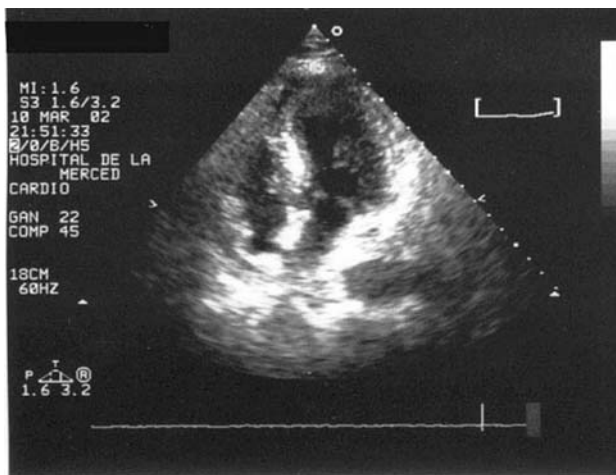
Ecocardiografía transtorácica. Imagen superior: plano apical de 4 cámaras. Imagen inferior: modo M. Eje largo paraesternal. Hipertrofia parietal global de ambos ventrículos, de predominio septal (18 mm), pared posterior de 15 mm.
